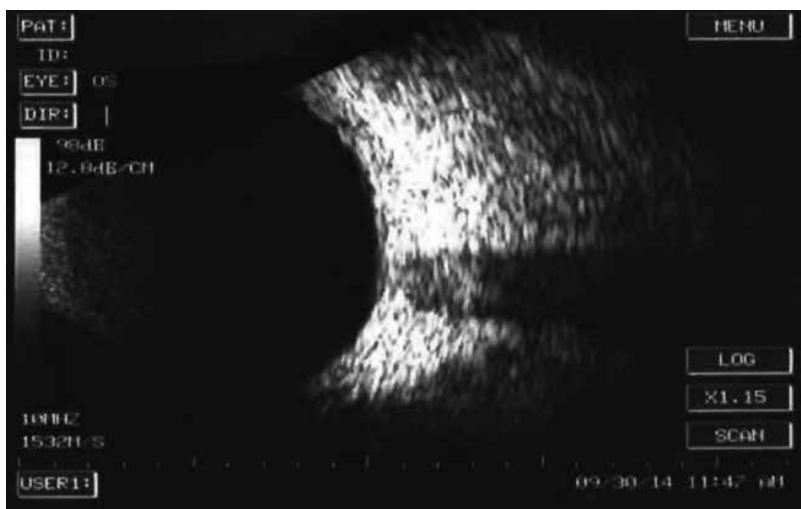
УЗИ (В-скан) до операции: сетчатка прилежит, в стекловидном теле точечные помутнения
